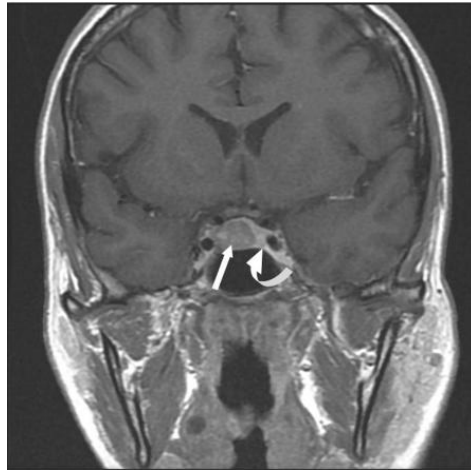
Ressonância magnética com gadolínio macroadenoma hipointenso centro e lado direito da sela turca, com possibilidade de extensão supra-selar (seta curva) (adaptado de Arnason et al., 2011)
